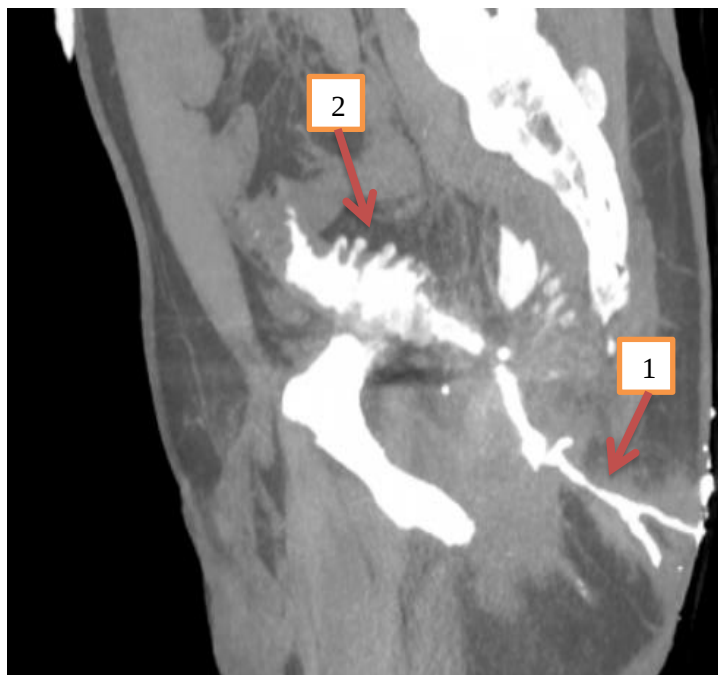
Пациент И., 51 год. КТ-колонография, фистулография, 3D-модель, сагиттальный срез. В нижнем сегменте сигмовидной кишки определяется свищевой ход, открывающийся во внутренне-нижний квадрант ягодичной области – стрелка 1, дивертикулы в сигмовидной кишке – стрелка 2.
